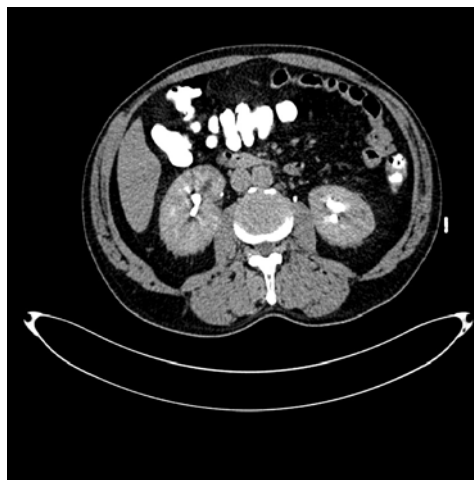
TAC de abdomen. Masa de partes blandas renal bilateral inespecífica.
